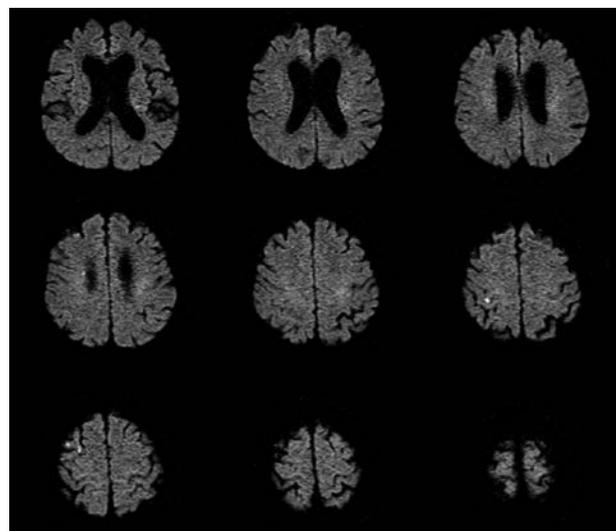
Diffusion-weighted magnetic resonance image showed a fresh infarction in the right frontal lobe.
